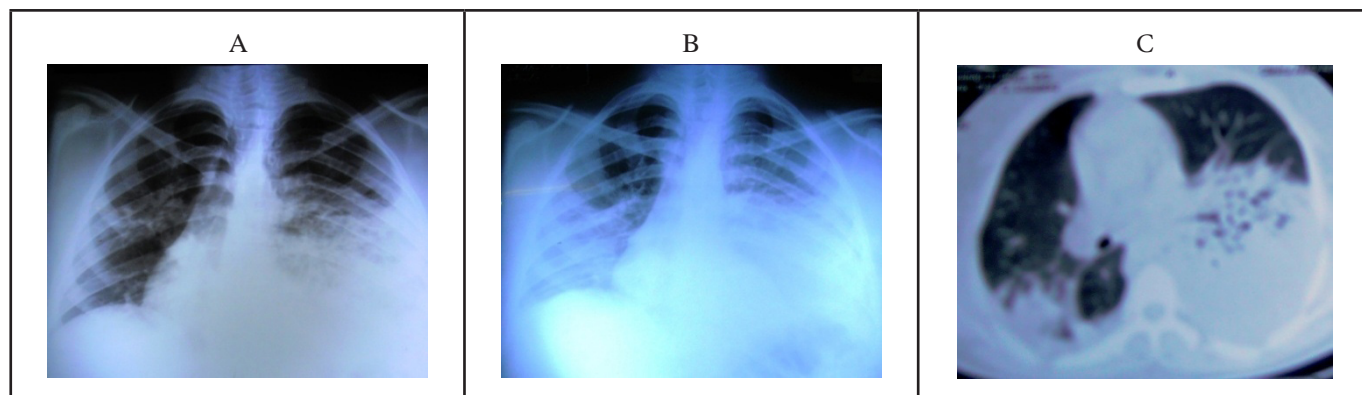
Paciente de 19 años de edad ingreso febril con datos de dificultad respiratoria cuadro respiratorio de 2 días de evolución. A) radiografía de ingreso mostro área de consolidación en región para cardiaca izquierda. B) Evolución en 24 horas, muestra afección bilateral, se agrega opacidad en vidrio esmerilado. C) Tomografía de tórax del mismo paciente muestra las lesiones consolidación y afección bilateral
